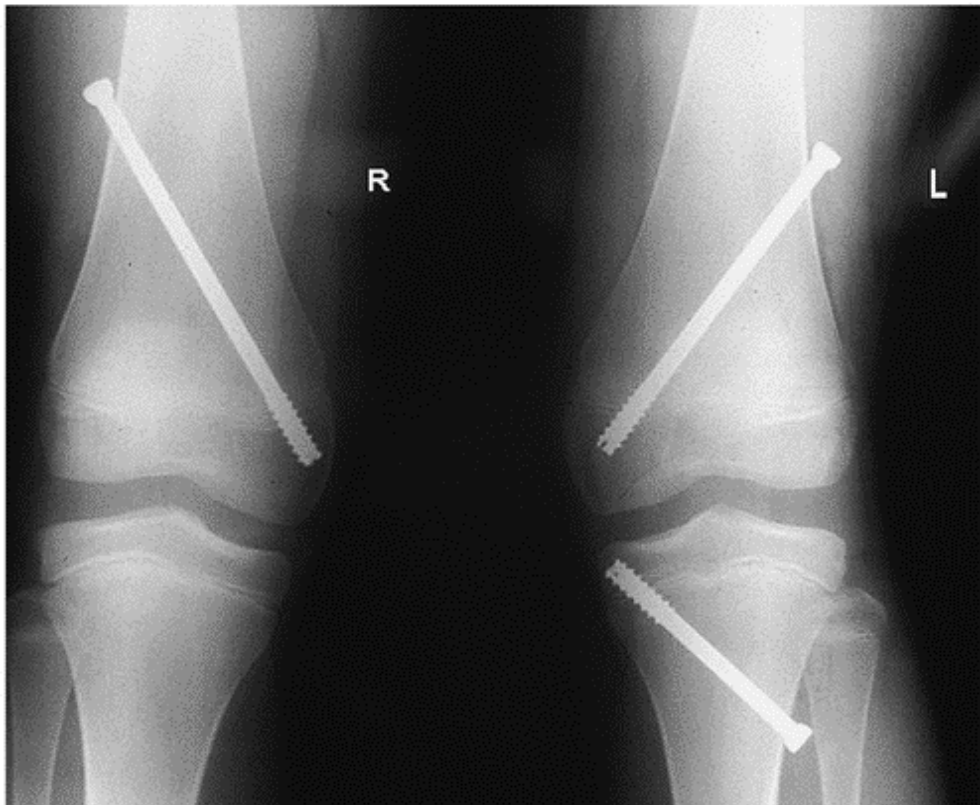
Die Röntgenbilder zeigen die PETS-Technik von Metaizeau zum Ausgleich einer Beinachsenfehlstellung (Nouth/Kuo 2004)
